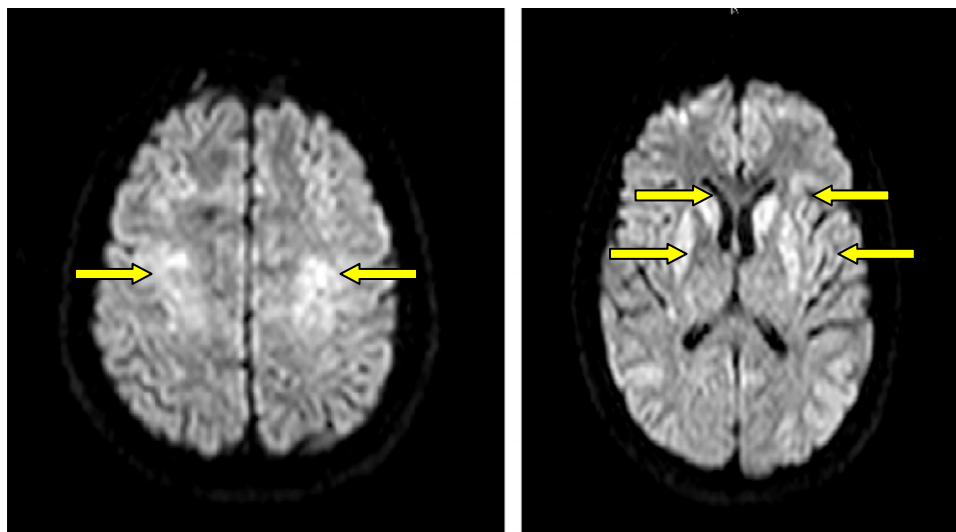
RM cerebral (secuencias de difusión): lesiones hiperintensas que restringen en las secuencias de difusión en territorios limítrofes de arteria cerebral anterior y arteria cerebral media así como a nivel de los ganglios de la base, compatibles con lesiones isquémicas en fase aguda-subaguda.
